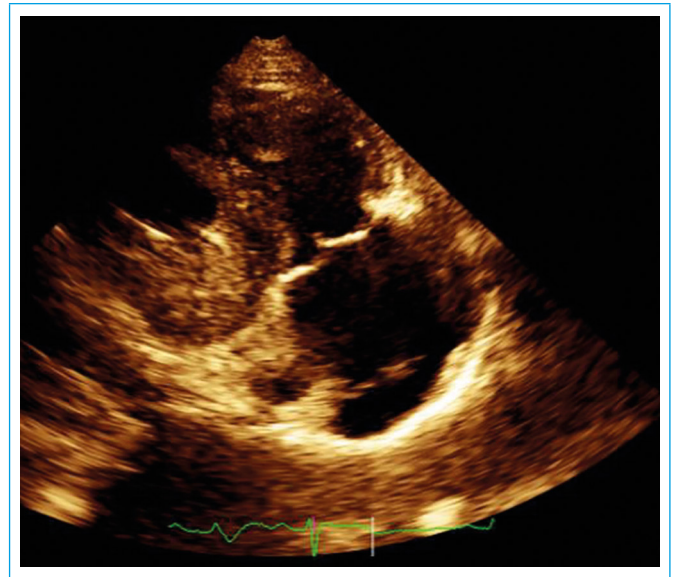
Ecocardiografía transtorácica. Vista de tracto de entrada del ventrículo derecho. Válvula tricúspide de aspecto displásico, defecto de aposición de los velos y ligero prolapso de valva septal
